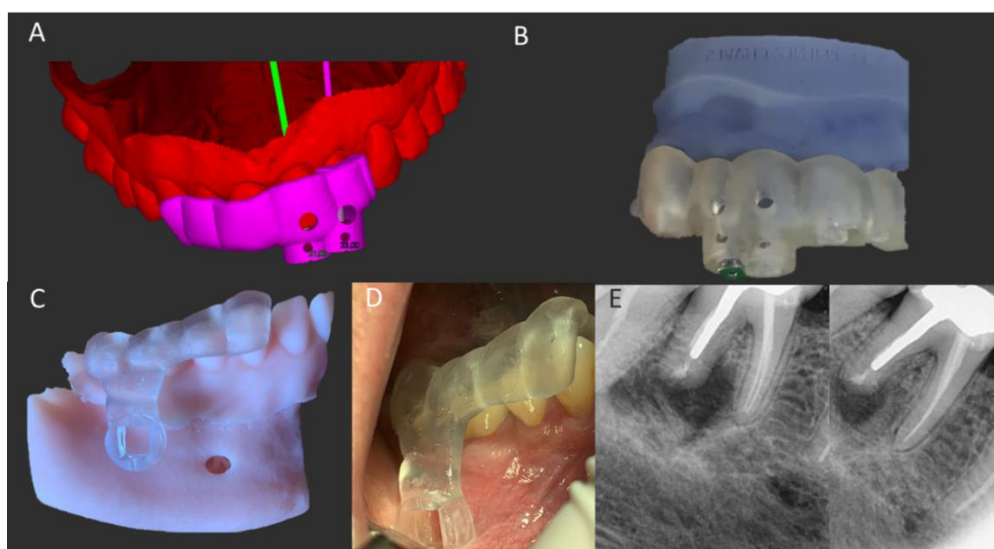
A. Guía endodóntica virtual generada en el software coDiagnostix (Steco-System-technik, Hamburgo, Alemania). B. Guía endodóntica adaptada a modelo del maxilar. C. Guía endodóntica para cirugía apical adaptada al modelo de la mandibular. D. Prueba en cavidad bucal de la guía. E. Radiografía periapical inicial y de control (seis meses) de izquierda a derecha
